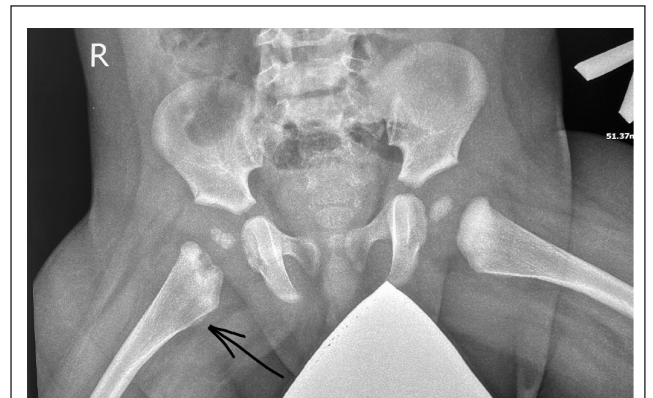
Рентгенографія кульшових суглобів і верхньої частини стегон від 25.04.2022
